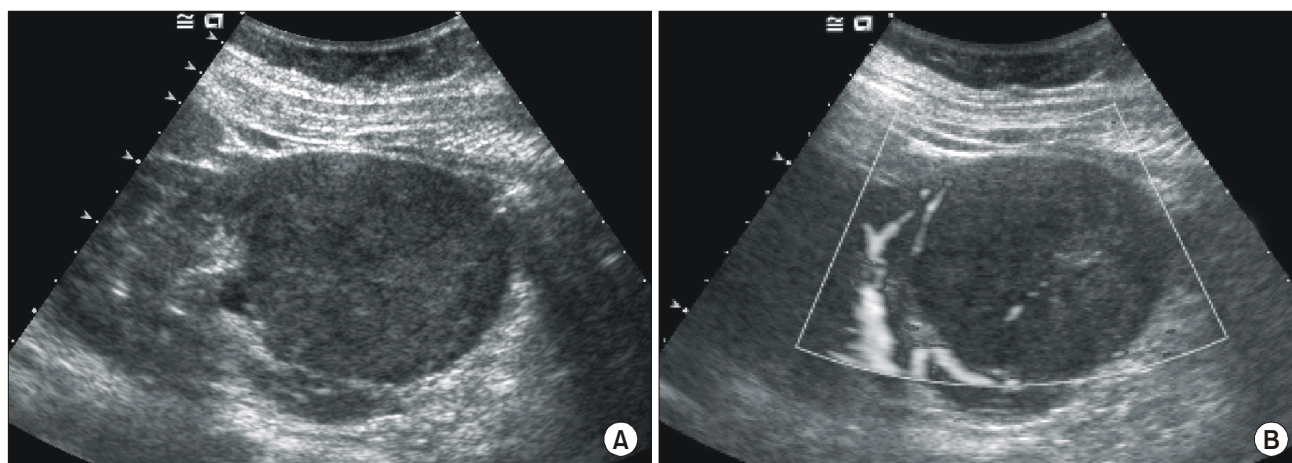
The findings of ultrasonography. (A) 7.4x6.5cm sized well-defined round mass in left kidney, lower pole. It is a well-encapsulated, inhomogenous and hypo echogenic mass. (B) Internal blood flow is noted.
